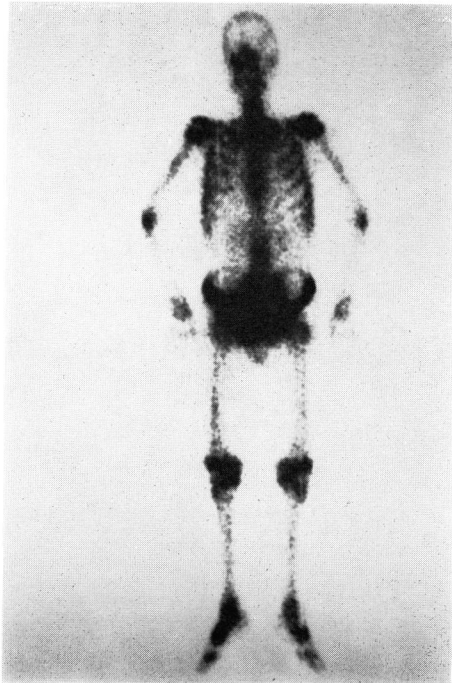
Bone scintigram: The lesions of sternum, pelvic bones and left clavicle are obvious.
